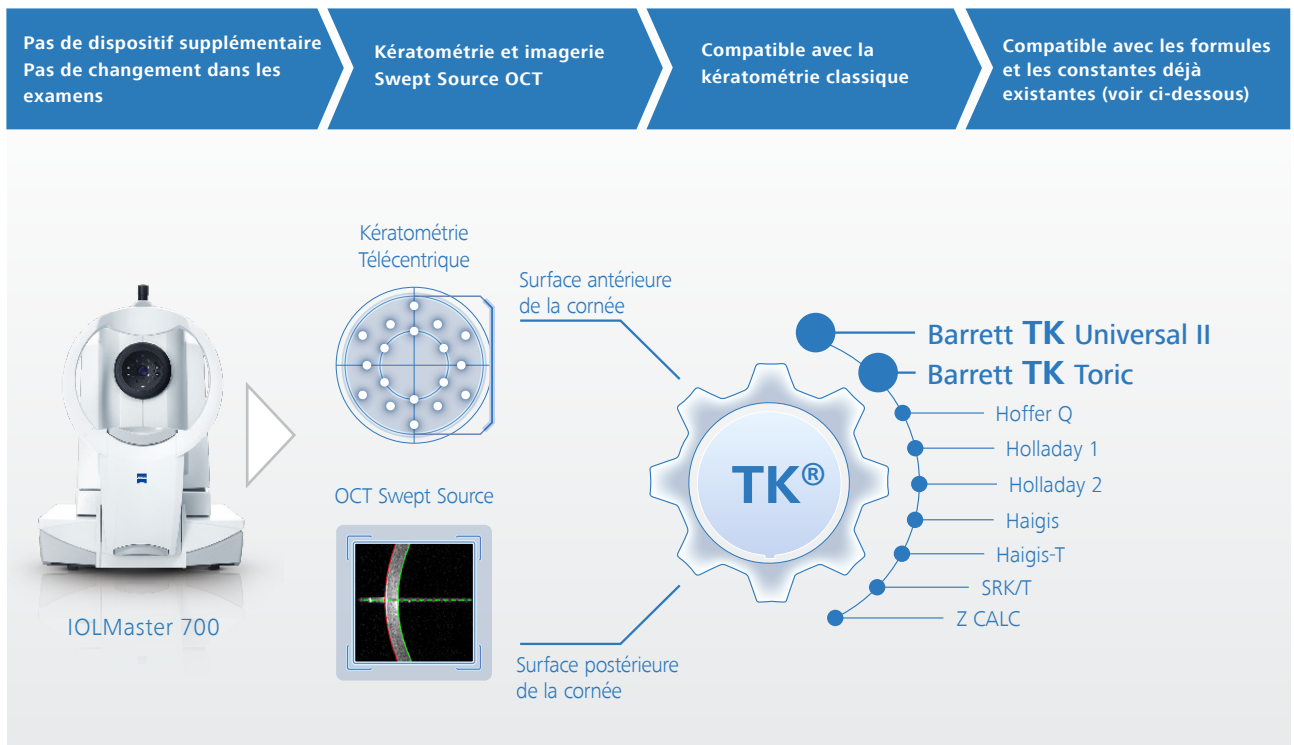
Vue d'ensemble des formules Barrett TK
